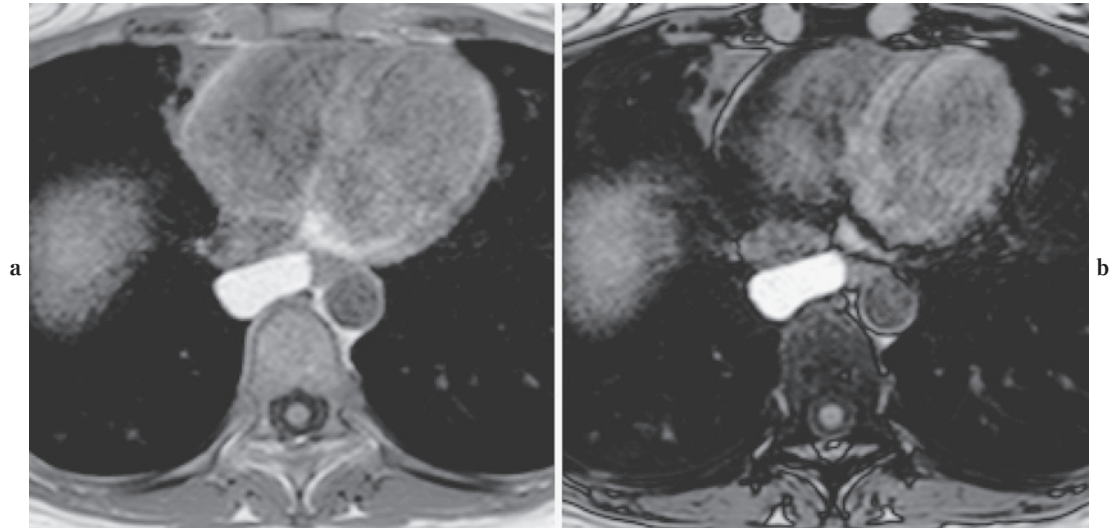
a. T1-weighted in-phase FFE axial image. b. T1-weighted opposed-phase FFE axial image. A 40-year-old female having a posterior mediastinal mass which was accidentally found in the follow-up CT of bronchiectasis. This lesion showed high intensity on both a and b and does not show overt signal changes between these two sequences. According to these imaging findings, this lesion is now followed up as a non-neoplastic cystic lesion which was suspected as a foregut cyst.
